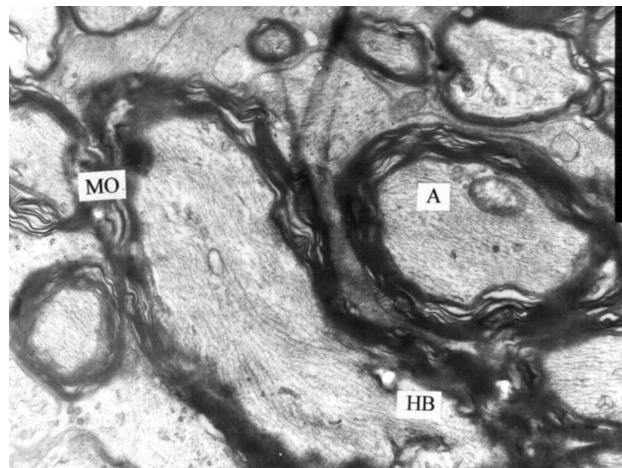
Ультраструктура аксонов зрительного нерва кролика через 1 неделю после моделирования контузии легкой степени. Фрагментация и нарушение ультраструктуры аксонов и оболочек нервных волокон. Электронная микрофотография. X 5000. Условные обозначения: А — аксон, НВ — нервное волокно, МО — миелиновая оболочка.
